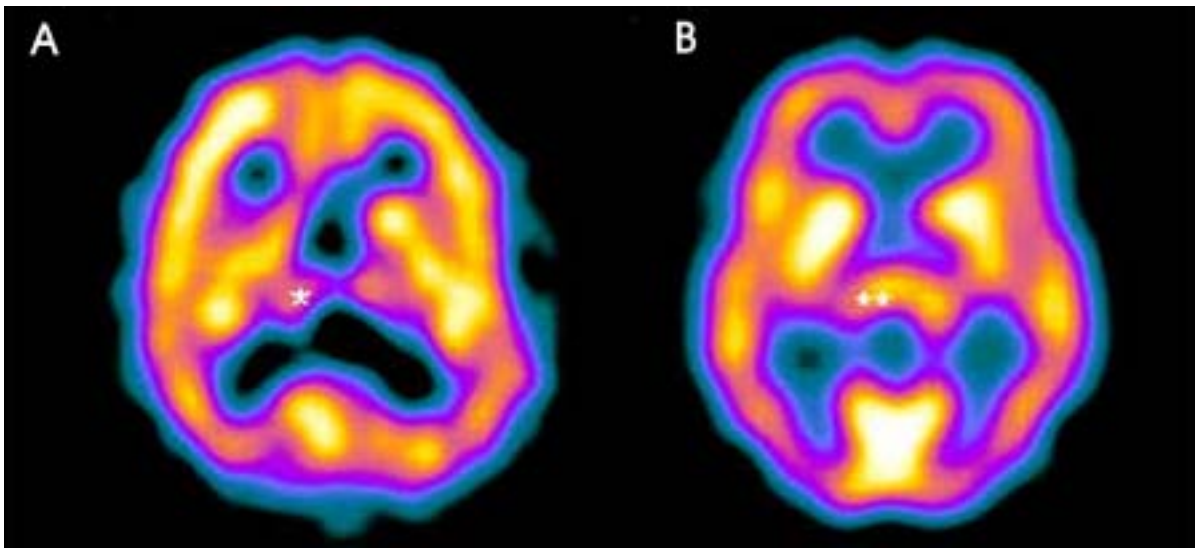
Ethyl cysteinat dimmer (ECD) single photon emission computed tomography (SPECT) images demonstrate marked decreased blood flow in the thalamus (A.*), compared with normal control (B.).
